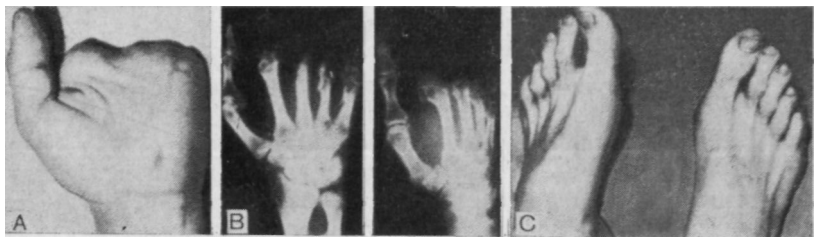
Ампутация четырех пальцев левой кисти у 26-летнего мужчины. Ранее произведенная реплантация V пальца оказалась неудачной. B. Рентгенограммы того же больного. Имеется сгибательная контрактура второго пястно-фалангового сустава. Третий и четвертый пястно-фаланговые суставы отсутствуют. C. Имеются достаточно длинные II и III пальцы на стопе.
